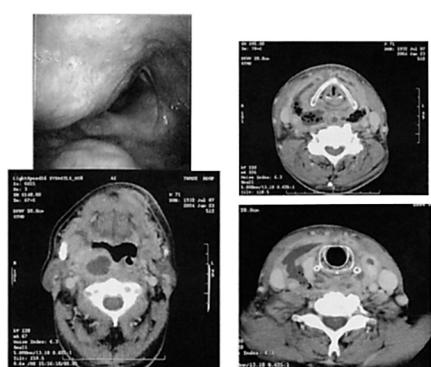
A endoscope finding and cervical CT images of a severe PTA case, who performed abscess tonsillectomy within the initial visit day, with deep neck abscesses developed into mediastinitis.
